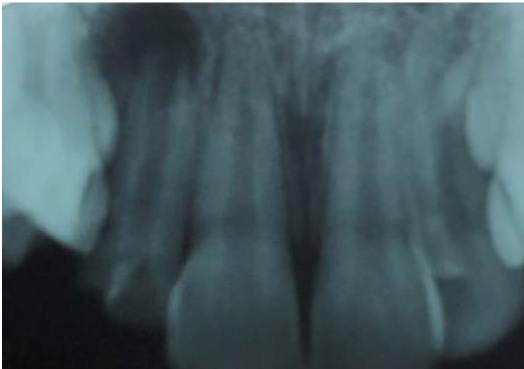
Radiografia periapical do dente 12, que apresenta uma área radiolúcida no seu ápice, sugestiva de uma lesão periapical.
